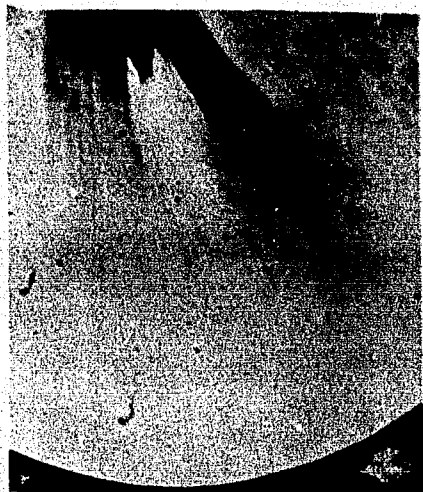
Microradiografía de un área tratada de un diente sin pulpa. La zona sin pulpa estaba densamente mineralizada mientras que la mayor parte de la dentina más profunda mostraba característicos túbulos dentinarios.
